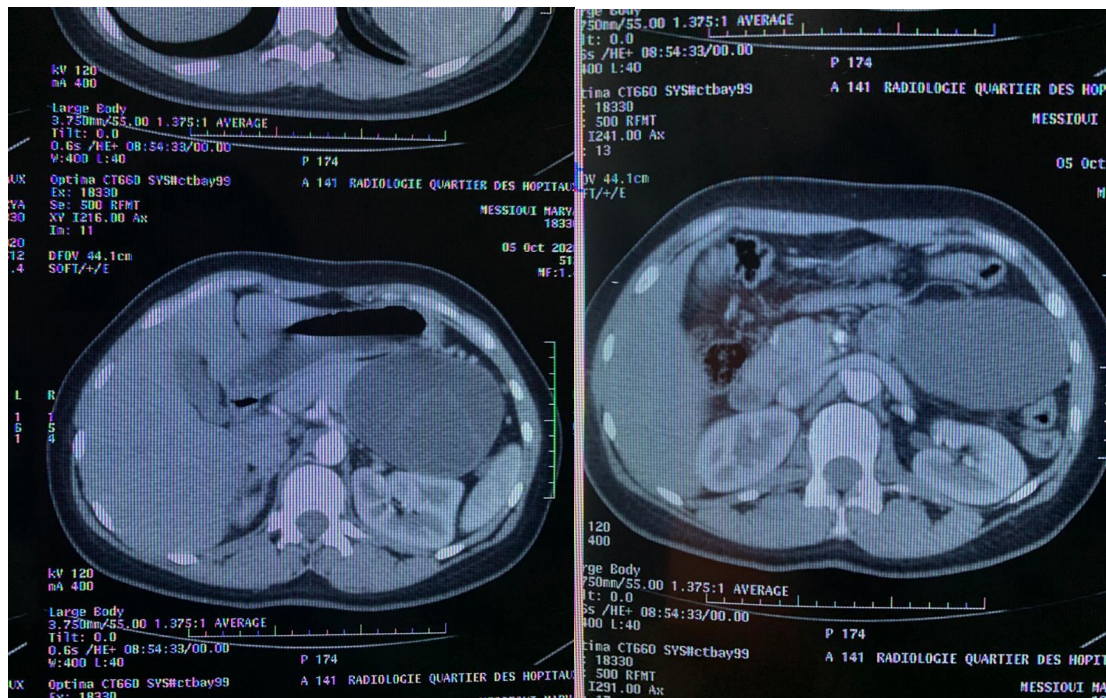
TDM Abdominal d'une met en évidence une masse kystique liquidienne assez volumineuse ovale bien limitée estimée à de 10 cm de hauteur et 9,5cm de grand axe transversal et de 7,5cm de grand axe supéro- postérieur qui semble être au dépend du pancréas caudal, cette masse présente un aspect multiloculaire avec des fines cloisons internes sans rehaussement significatif après injection de contraste faisant évoquer un cystadénome mucineux.
